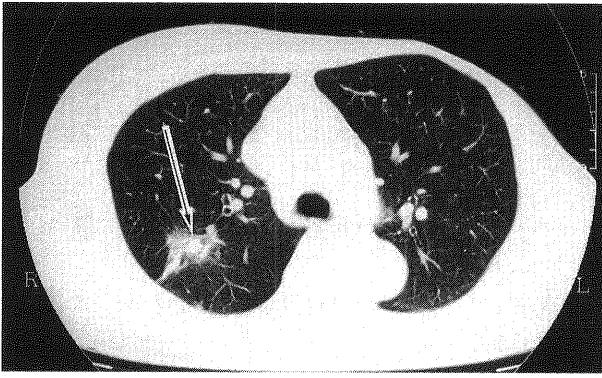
Chest CT shows a solid high density area (arrow) in a low density shadow.
